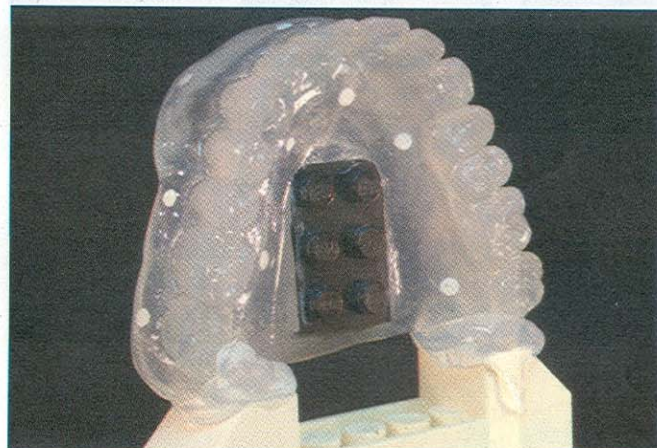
Die CT-Schablone auf dem speziellen Ständer zum Einzelscan im CT.
